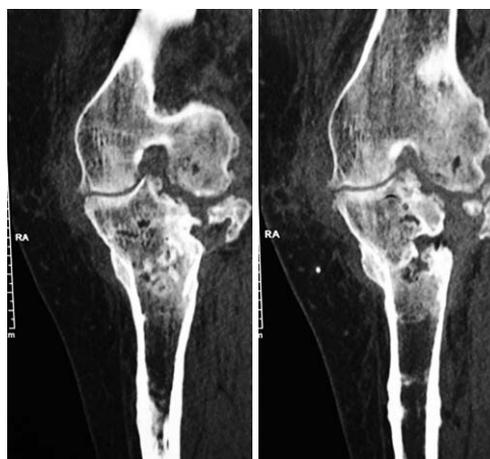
Компьютерные томограммы левого коленного сустава больной А. после удаления металлоконструкций: МРР-реконструкция, фронтальная плоскость. Полная консолидация проксимального метадиафиза большеберцовой кости
